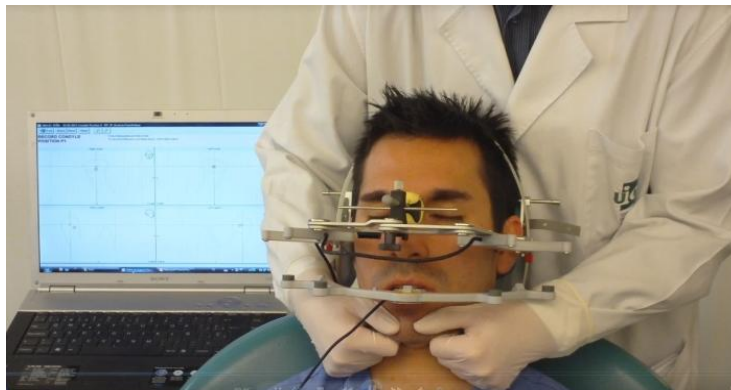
Determinación del ETB con axiógrafo electrónico con ultrasonidos AQR.
